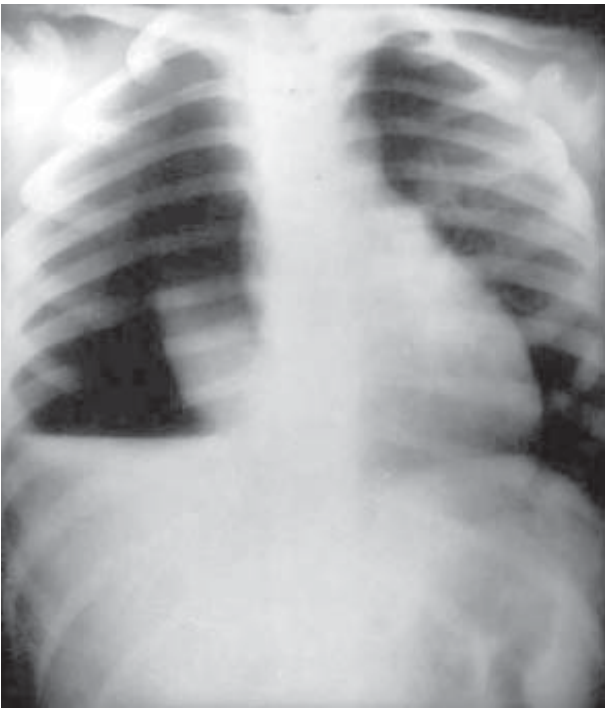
Рентгенологічна картина гемопневмотораксу
